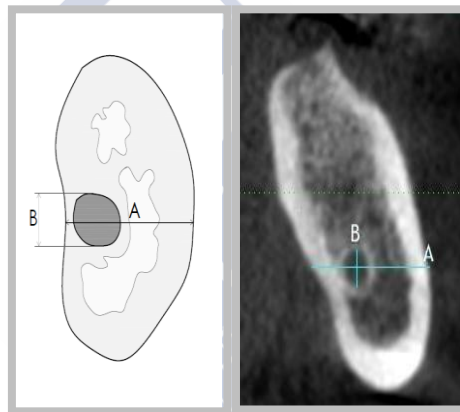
Corte transversal de tomografía computarizada de haz cónico. Características analizadas: (A) Ancho mandibular. (B) Diámetro conducto dentario inferior.
